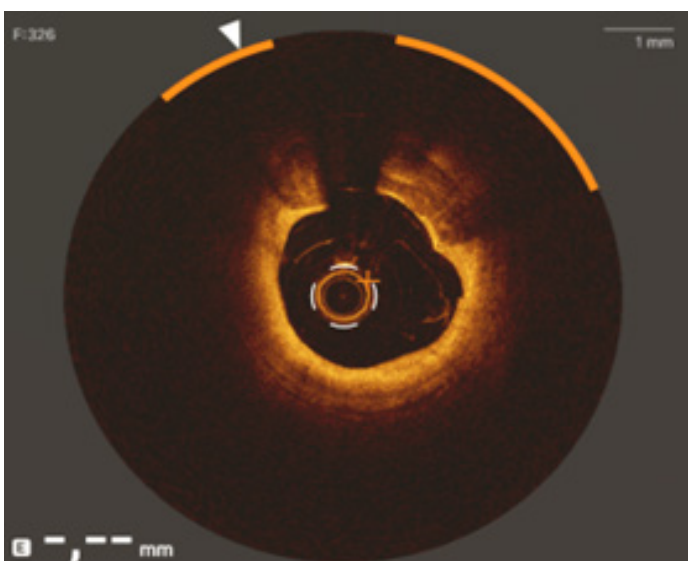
Tomografía de coherencia óptica (OCT) basal. Se visualiza imagen con placa calcificada en segmento proximal de arteria circunfleja (imagen 2A), pero con una buena área luminal. En cambio, se observa una lesión a nivel de ostium de arteria circunfleja que genera una estenosis severa con un área reducida y gran componente lipídico (imagen 2B).
